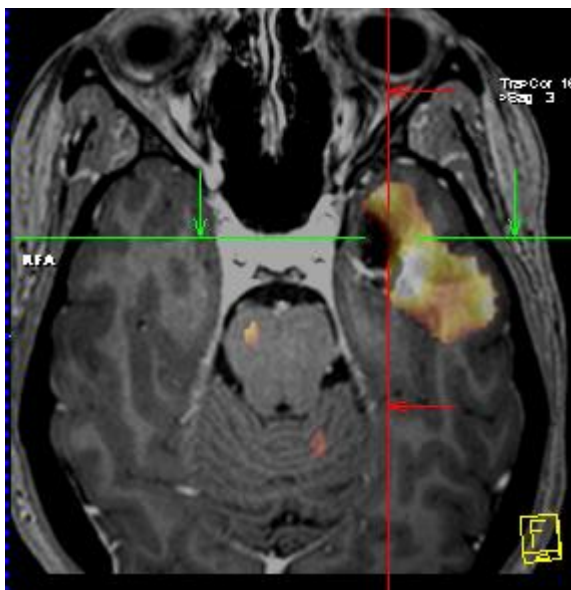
Résultat de l'analyse de soustraction SPECT ictal – SPECT interictal qui montre une augmentation de la perfusion cérébrale pendant la crise en regard de la lésion (cavernome) visible sur la MRI.
